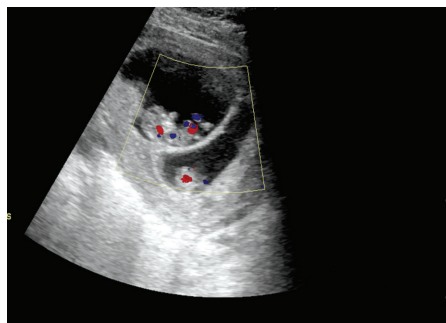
孕10周超声示宫腔内的2个初成形胎儿回声, 均见胎心搏动
